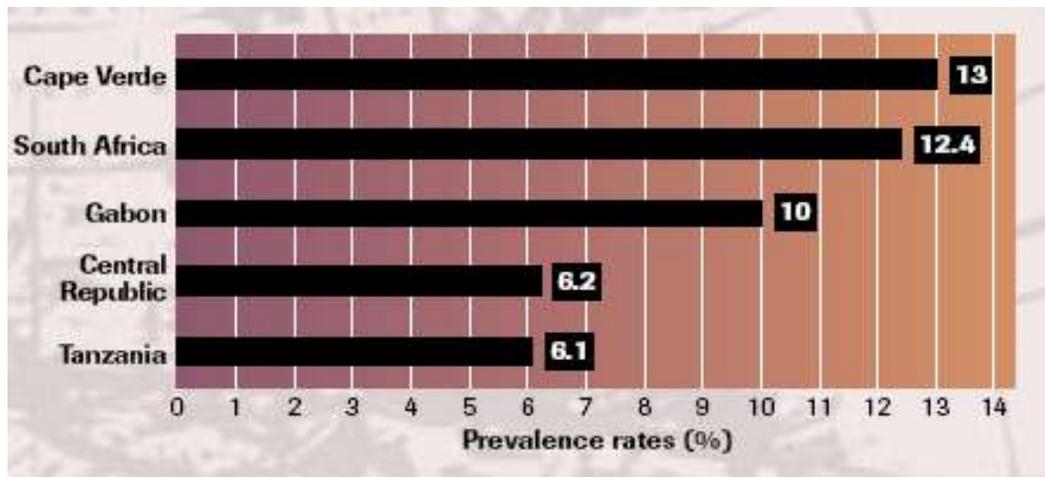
Prévalence de l'infection à CT chez la femme enceinte dans les pays africains, 1990 (29).
